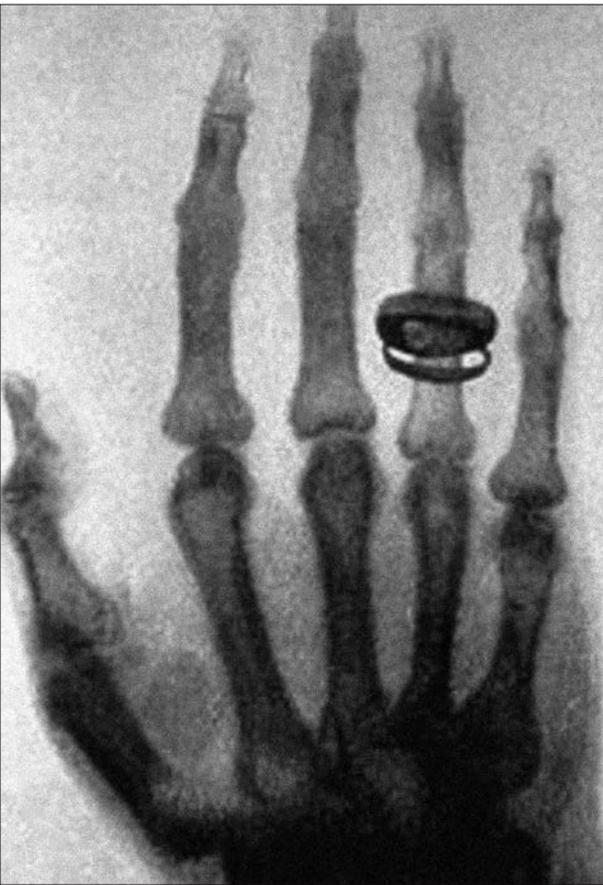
Знаменитая фотография руки супруги Рентгена – Берты.
